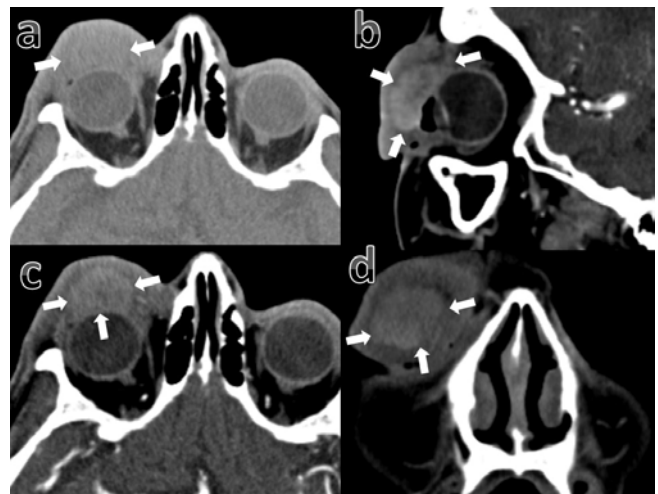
Computed tomography images of the upper eyelid lesion. On axial CT imaging the right eyelid swelling and an ill-defined isodense lesion is seen before contrast media administration [a]. After contrast media administration the tumor shows prominent and diffusely enhancement [white arrows] on sagittal [b], axial [c] and coronal [d] T1 weighted images.
